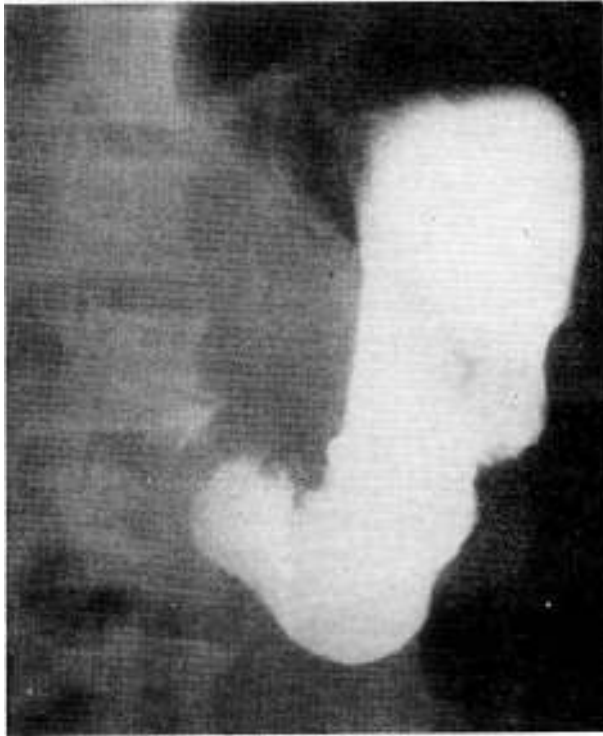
Radiografía 28539. - 28 de agosto de 1951
